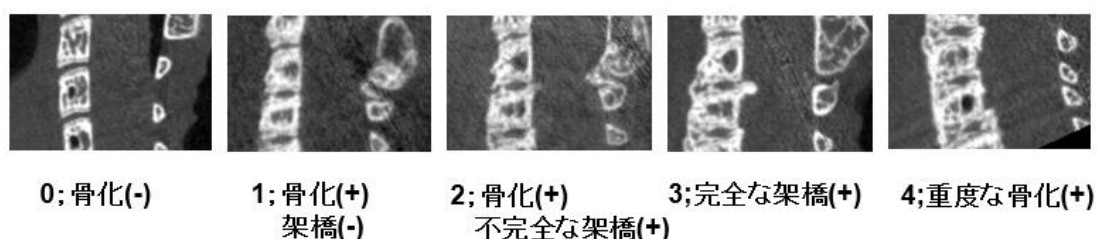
Mata による DISH のスコアリング。各椎体間の骨化巣の状態を 0-4 点で評価し、C2-7 の 5 椎間を合計する。図は自験例における twy マウス頸椎 CT 矢状断像。それぞれのスコアに該当する twy マウス頸椎 CT 矢状断像を例として提示した。
